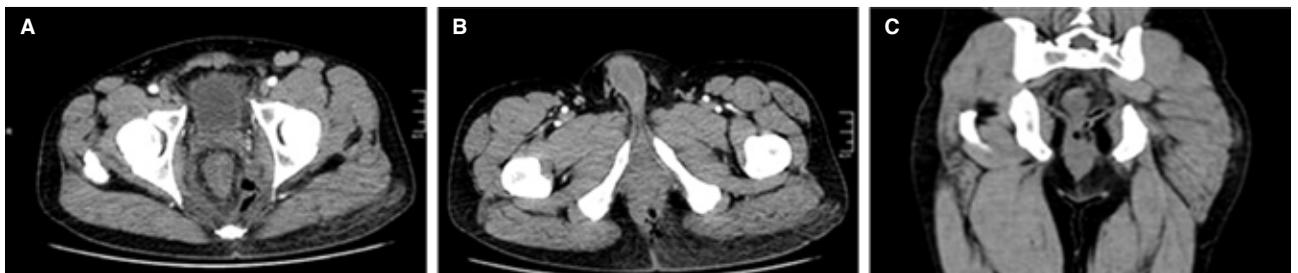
Tomografía computada pelviana y perineal que muestra lesión del hemiano izquierdo. Cortes axiales donde se observan: A. Burbujas aéreas perirrectales. B. Solución de continuidad del complejo esfinteriano izquierdo con burbujas aéreas perianales. C. Corte coronal con burbujas aéreas en el mesorrecto izquierdo a nivel del recto inferior.
